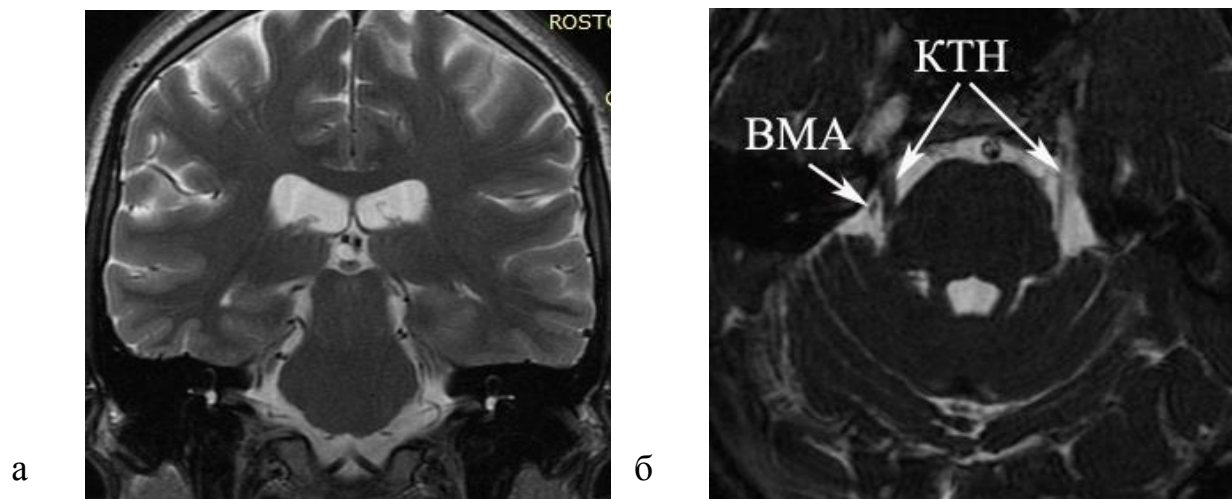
МРТ больной П., история болезни №090588 с клиникой классической тригеминальной невралгии: а) внутренняя гидроцефалия как признак энцефалопатии; б) визуализированы оба корешка тройничного нерва и верхняя мозжечковая артерия слева, располагающаяся у корешка, однако суждение о наличии конфликта проблематично
